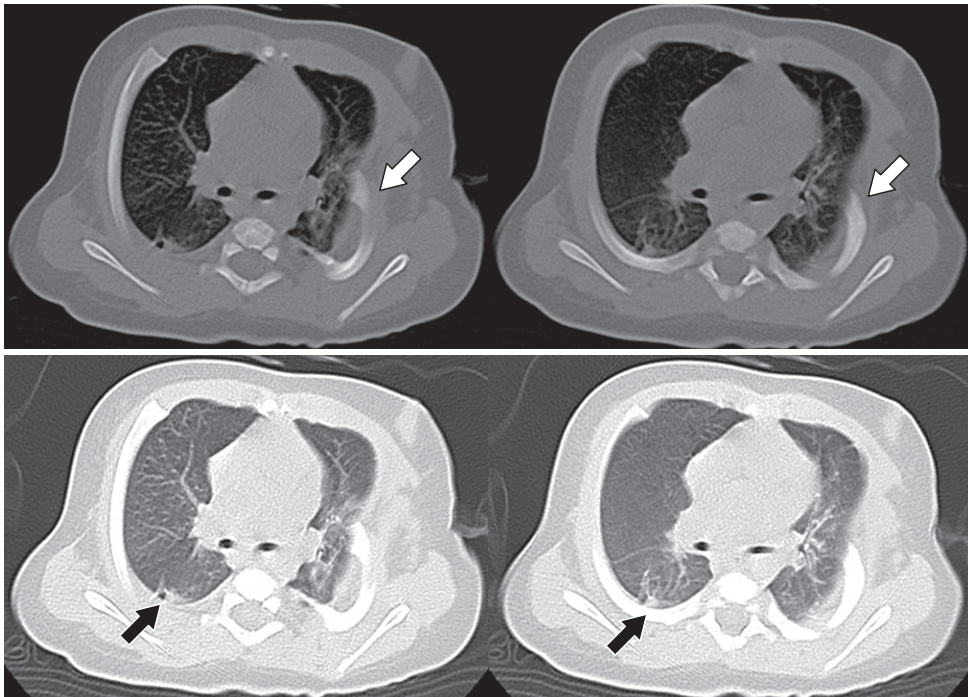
胸部単純CT軸位断面 骨条件(a), 肺野条件(b)
